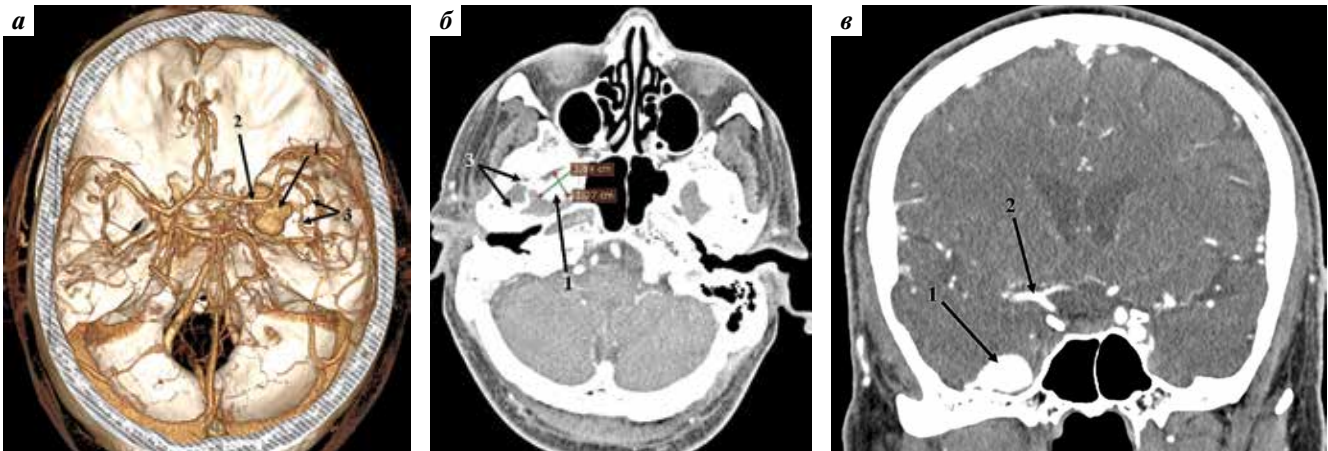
Компьютерная томография интракраниальных артерий головного мозга пациента К., 72 лет: а – 3D shaded surface display (SSD-режим); б, в – multiplanar reconstruction (MPR-режим). 1 – изолированный церебральный варикоз; 2 – правая средняя мозговая артерия, 3 – приводящая и отводящая вены
